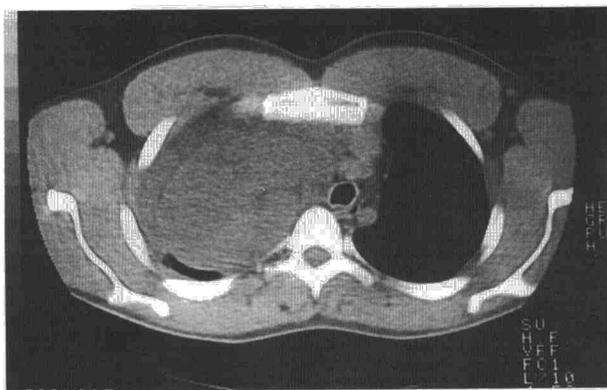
Tomografía computarizada torácica en que se aprecia una gran tumoración mediastínica con afectación del hemitórax derecho, correspondiente al liposarcoma mediastínico.
